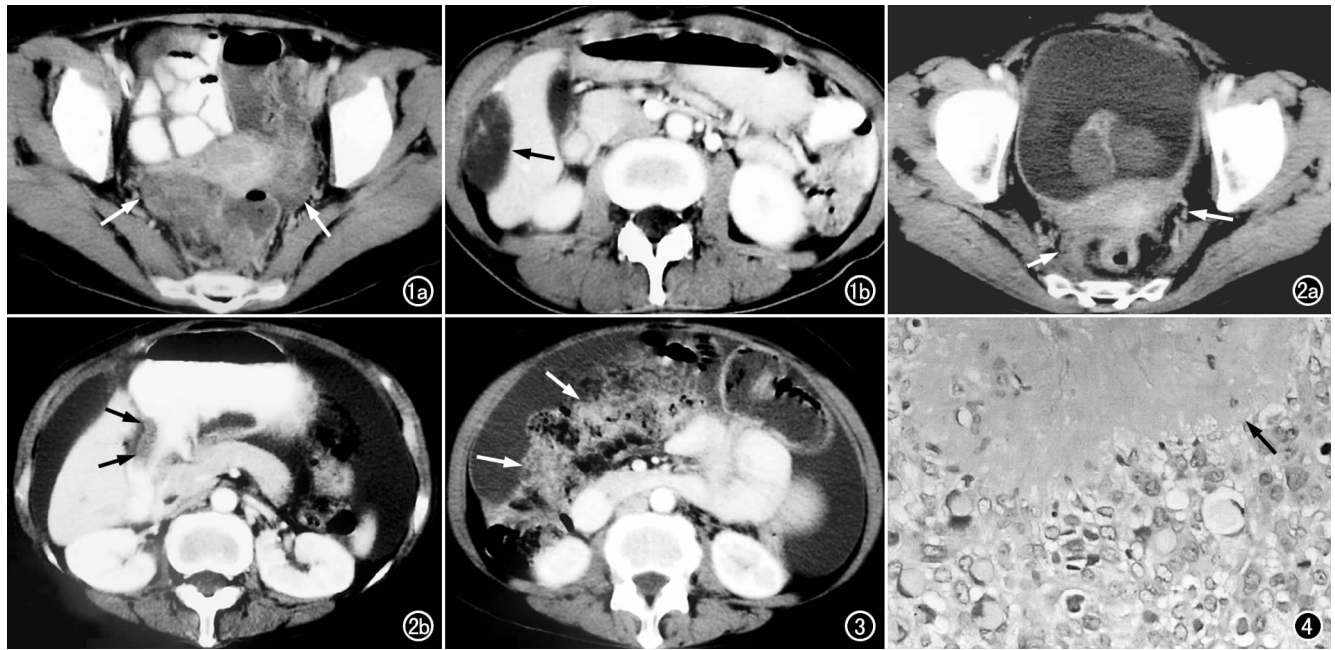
结肠粘液腺癌并双侧 Krukenberg 瘤。a) CT 增强扫描示双侧附件区囊实性肿块(箭),边界尚清晰,实性成份有强化,周围器官略受挤压; b) CT 增强扫描示肝右叶后下段转移性囊实性结节灶,实性部分有强化(箭)。图 2 胃低分化腺癌并双侧卵巢 Krukenberg 瘤。a) 盆腔 CT 扫描示右侧附件区实性结节灶(短箭),与周围器官分界欠清,左侧附件增厚(长箭); b) CT 增强扫描示胃窦部狭窄,胃壁增厚(箭)。图 3 胃低分化腺癌并双侧卵巢 Krukenberg 瘤及大网膜广泛种植转移。CT 增强扫描示大网膜增厚呈板状、饼状(箭),大量腹水。图 4 镜下示卵巢血管(箭)周围间质弥漫分布印戒细胞($\times 200$, HE)。
